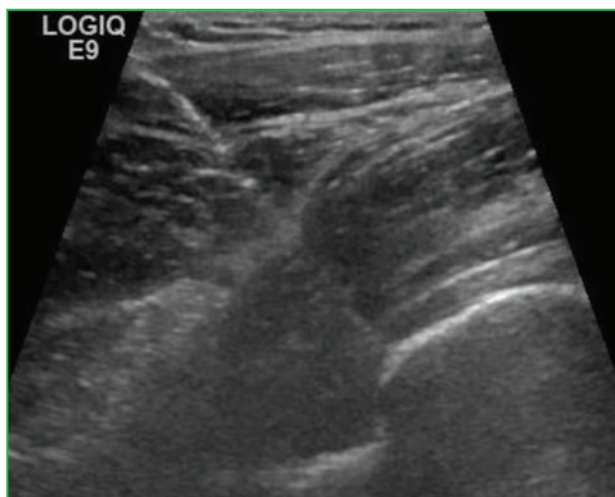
Immagine ecografica del posizionamento dell'ago nell'articolazione dell'anca.
